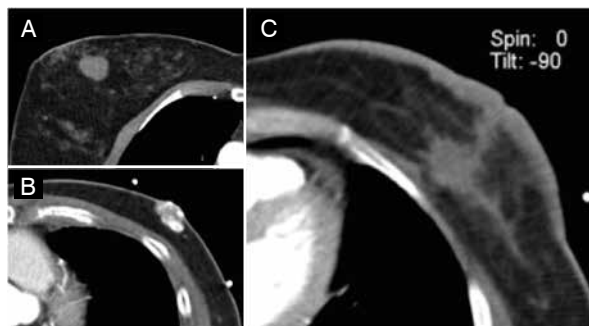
Nódulos mamários. O primeiro circunscrito (A), o segundo parcialmente calcificado (B) e o terceiro de contornos irregulares e associado a espessamento cutâneo (C). Tais lesões podem ser melhor avaliadas por ultrassonografia e/ou mamografia.
